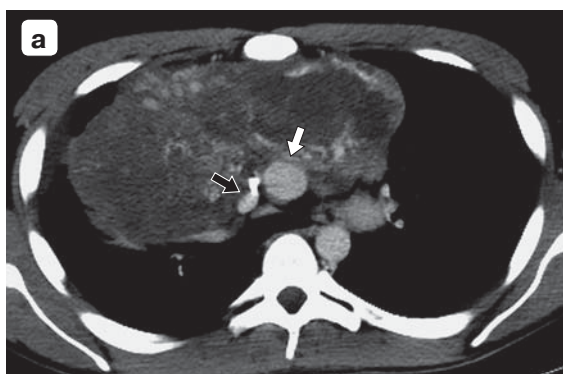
КТ с внутривенным контрастированием не позволяла исключить инвазию восходящей аорты, верхней и нижней полых вен. а – контакт опухоли с восходящей аортой (белая стрелка) и верхней полых вен с признаками ее компрессии (черная стрелка); б – контакт опухоли с нижней полых вен (стрелка).
